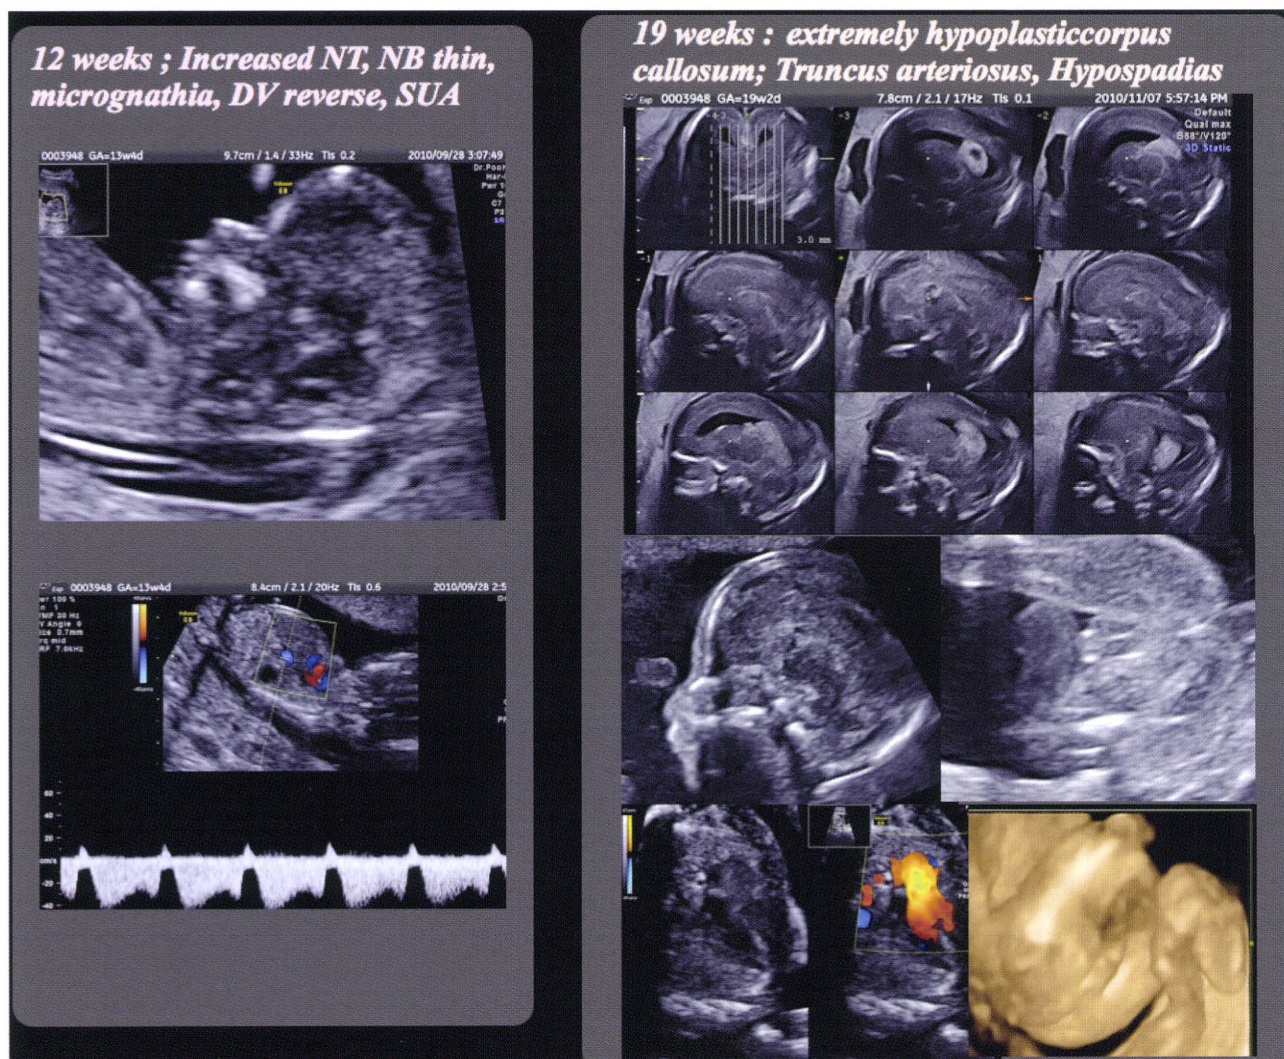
症例8の13週（左）および19週（右）における超音波像
